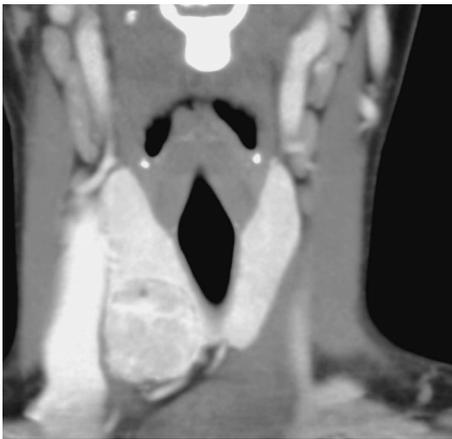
症例3の術前の冠状断造影CTを示す。右葉下極に造影効果を認める充実性腫瘤を認めており、被膜外進展とリンパ節腫脹は認められない。
